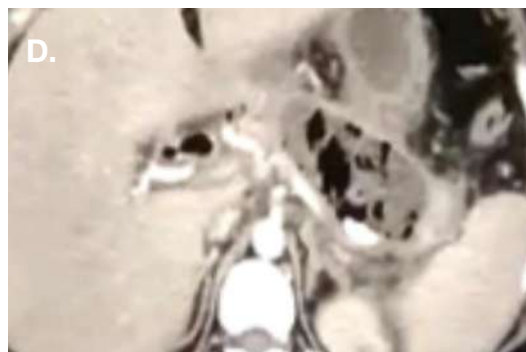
Tomografía computarizada contrastada, corte axial a nivel de vesícula biliar con signos de colecistitis enfisematosa, con presencia de gas, pared engrosada y barro biliar.
